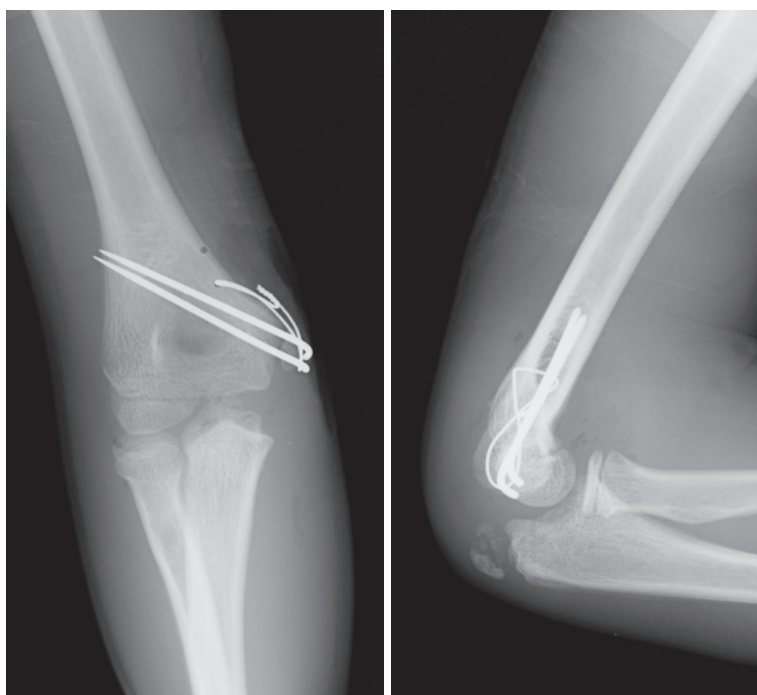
上腕骨内側上顆骨折に対する骨接合術後単純X線像
